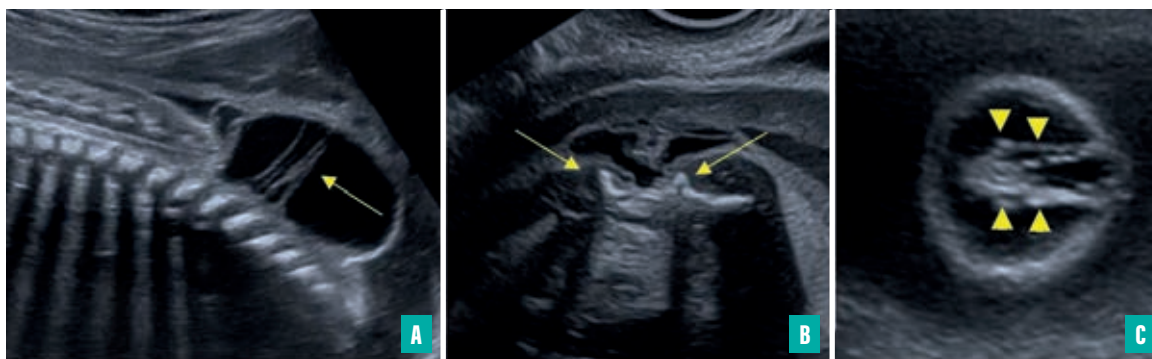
Aspect échographique d'une myéломéningocèle à 22 semaines d'aménorrhée.
